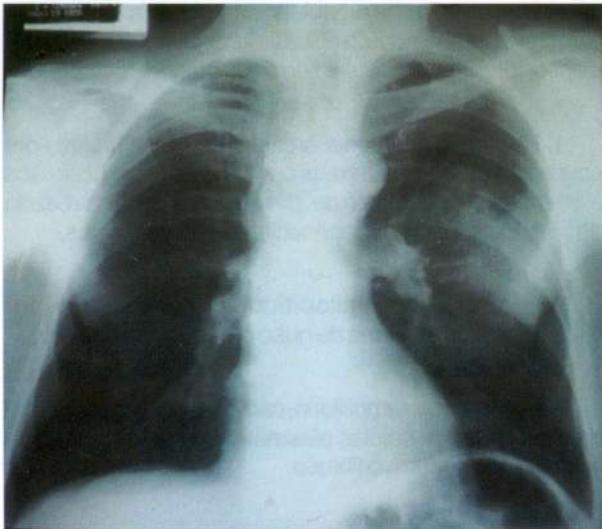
Radiografía de Tórax. Opacidad parenquimatosa pulmonar parahiliar izquierda, de bordes mal definidos.
